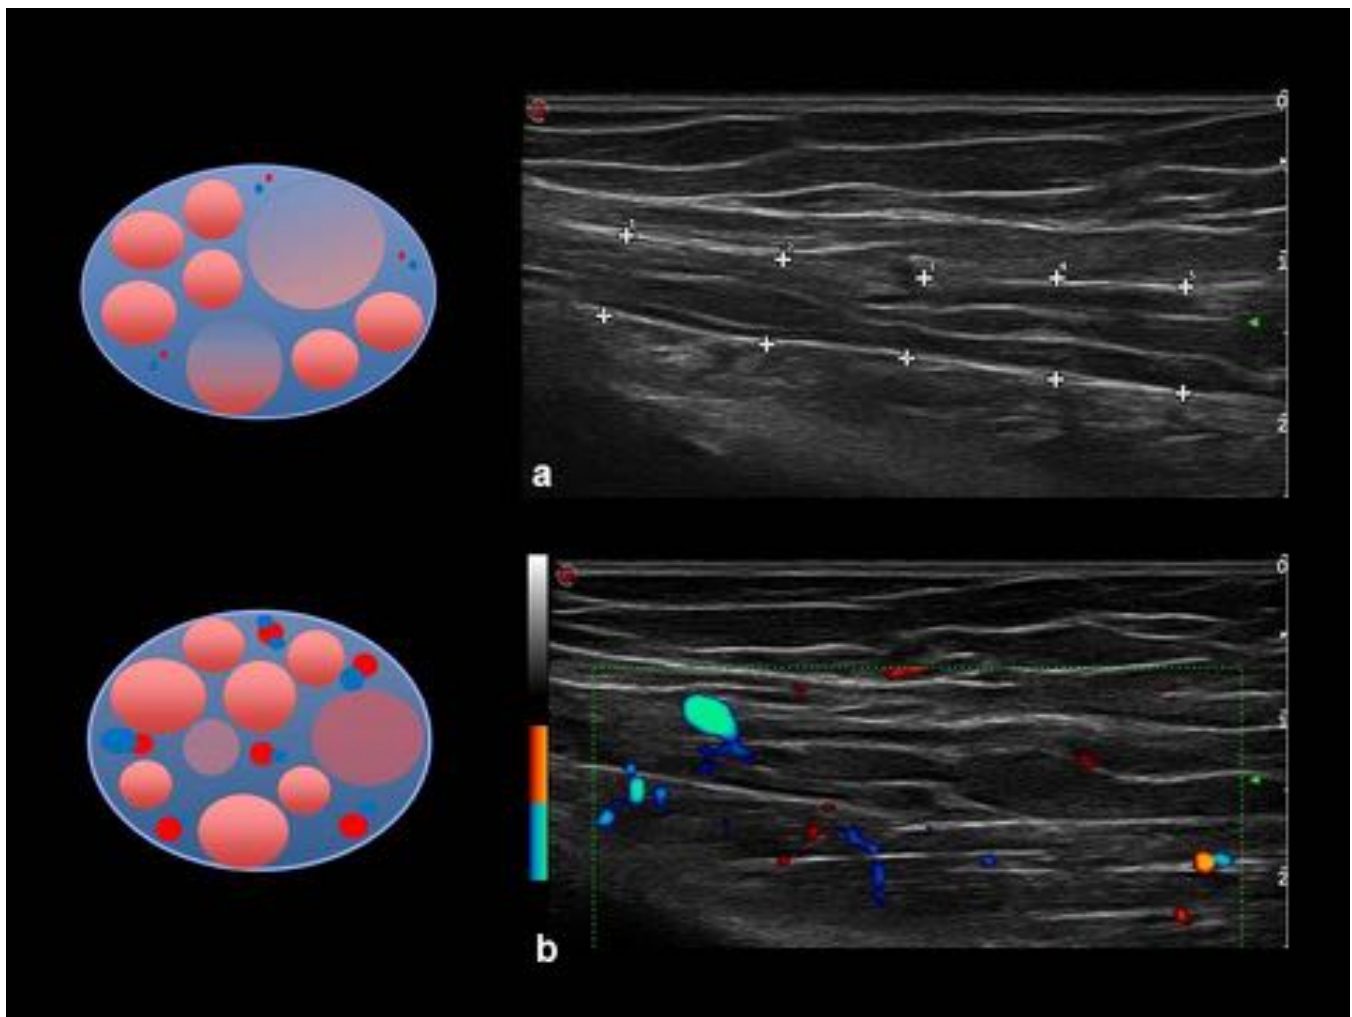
Fig. 9 Paciente con CIDP: imágenes longitudinales del NM en antebrazo en escala de grises (a) y Doppler energía (b); aumento de calibre del nervio a expensas de fascículos de aspecto discretamente arrosariado y presencia de señal vascular intraneural.
